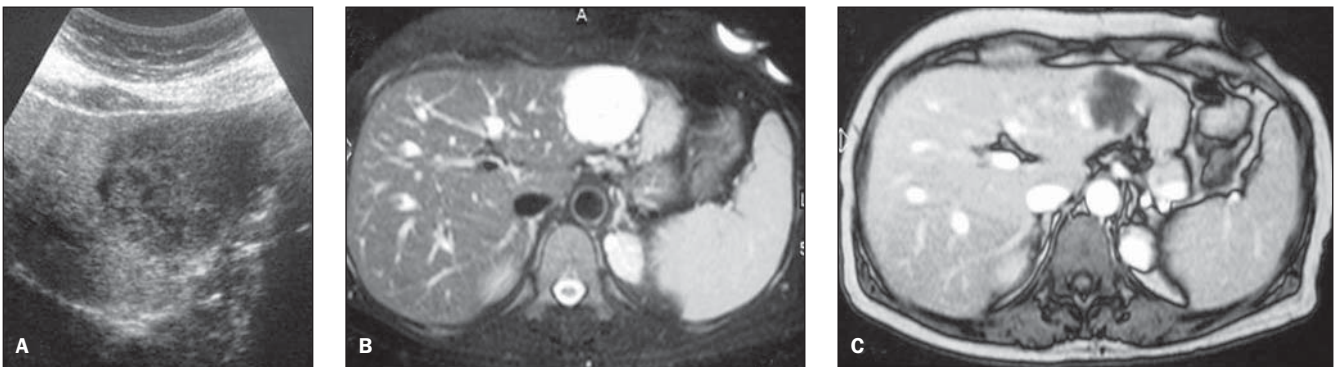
Hemangioma com 8,0 cm de diâmetro e área hipovascularizada central nos cortes de retardo (B). As imagens de RM ponderadas em T2 (TE = 140) confirmam o diagnóstico de hemangioma (C).
